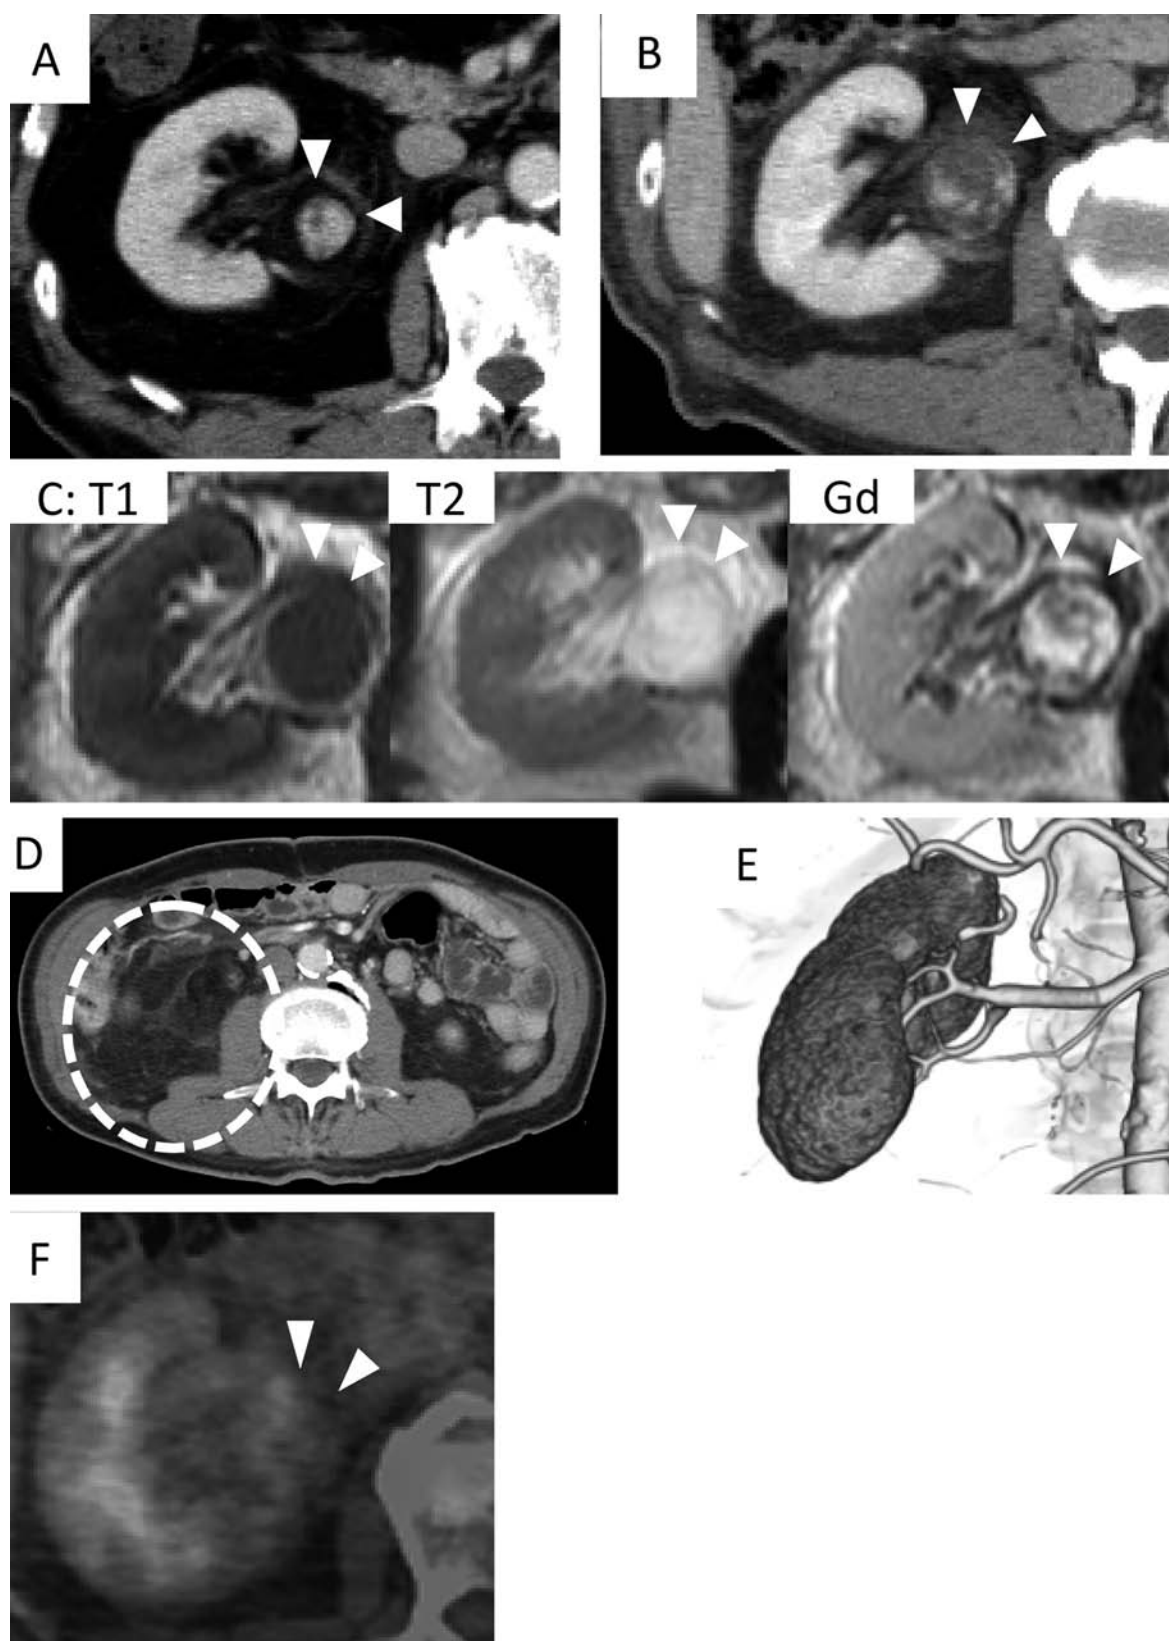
A: Dynamic CT: an enhanced 17 mm diameter tumor was observed in the perinephric fat near the right renal hilum. B: Follow-up CT after 18 months: the tumor size was gradually increased (26 mm). C: Dynamic contrast enhanced MRI: the tumor had low signal intensity on T1WI image, high signal intensity on T2WI image, and enhanced by gadolinium contrast medium. D: CT scan revealed that the extended area of the perinephric fat in the retroperitoneum. E: CT angiography: the feeder artery to the tumor was not observed. F: ^{18}F -FDG-PET/CT: the uptake level of ^{18}F -FDG was low in the tumor.
